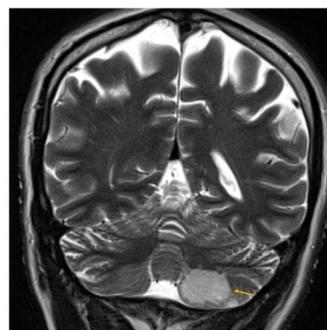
Resonancia magnética de cerebro mostrando hipodensidad cerebelosa izquierda (flecha).
